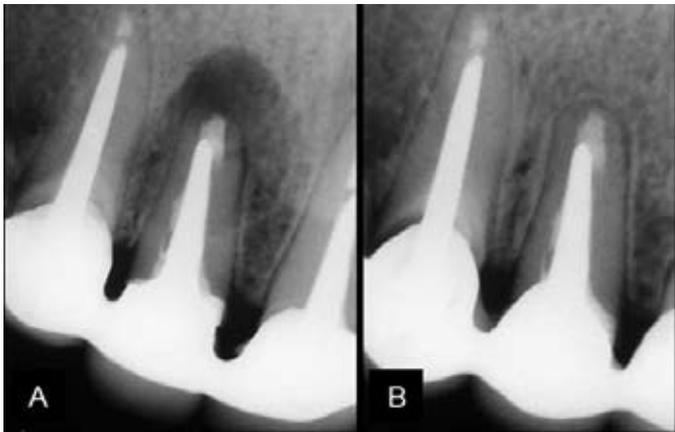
Curación completa entre radiografía postoperatoria (A) y de revisión (B) donde se aprecia recuperación ósea total.
